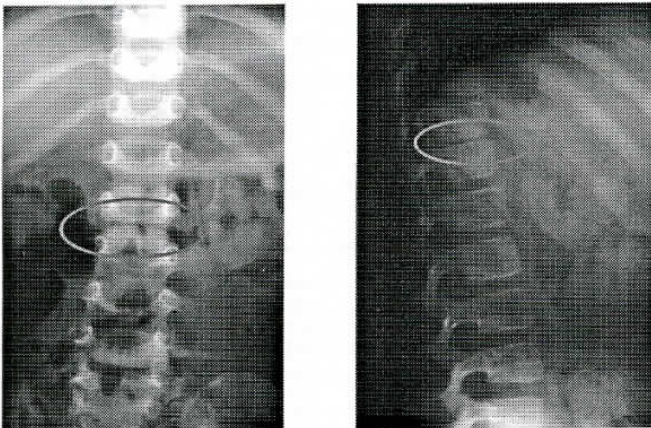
Radiografia (face + perfil) da coluna dorso-lombar. Estreitamento do espaço intervertebral.
